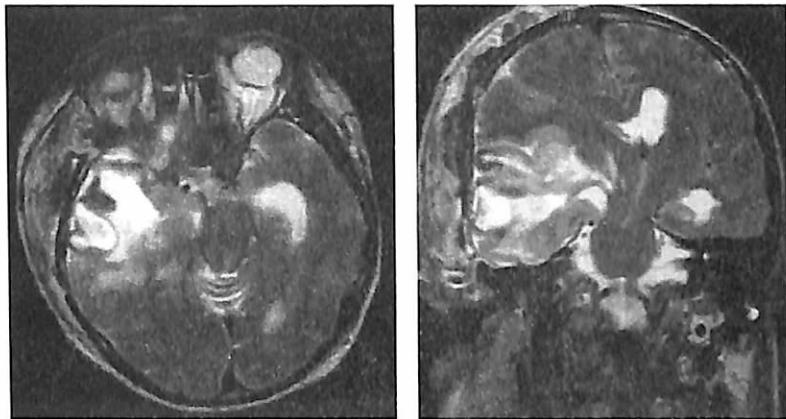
МРТ головного мозга, Т2-взвешенные изображения. Височно-тенториальное вклиниение.
